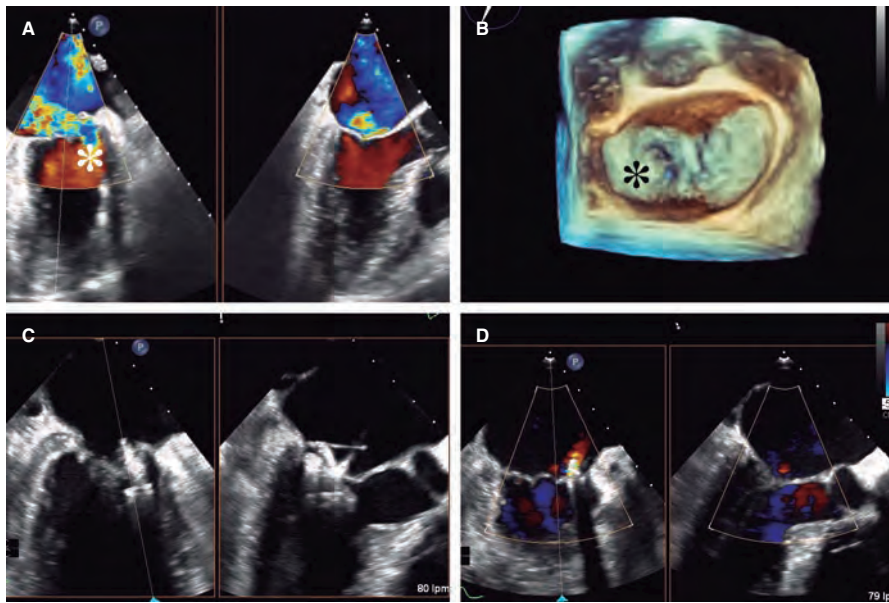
Implante de un dispositivo PASCAL Ace en una paciente con insuficiencia mitral compleja. A: imagen de ecocardiografía transesofágica biplanar con color. B: reconstrucción tridimensional de la válvula mitral en la que se identifica la eversión de P1 (asteriscos), con un chorro importante dirigido hacia el septo. C: captura final de los velos. D: chorro de regurgitación final muy ligero.
